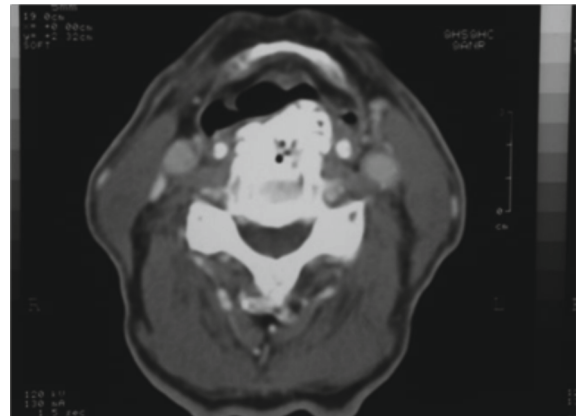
Cervical tomography, showing the mass effect of the osteophytes on the airway in the region of the epiglottis
